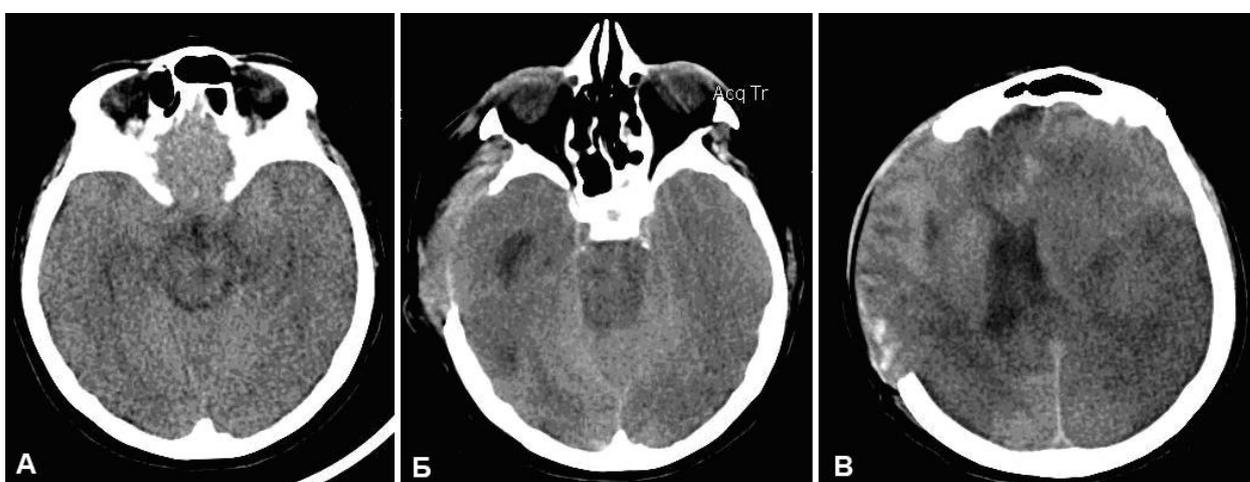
(Наблюдение 2). КТ больной при поступлении (а) и после декомпрессивной трепанации (б, в).
